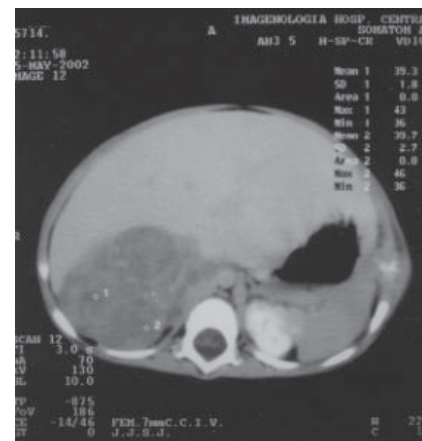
TAC abdominal en la cual podemos observar por extravasación tumoral en retroperitoneo, hepático, renal.
